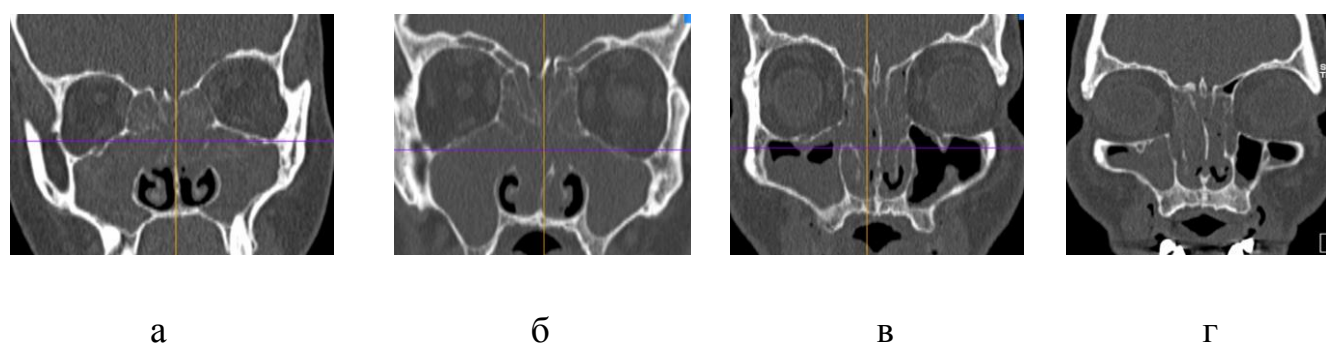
примеры КТ ОНП пациентов
